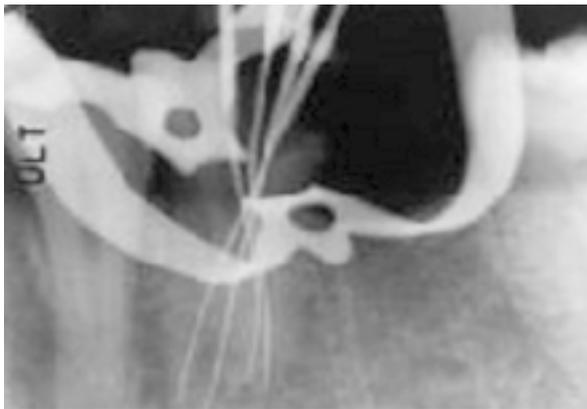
Realização da odontometria, radiografia distoangulada
